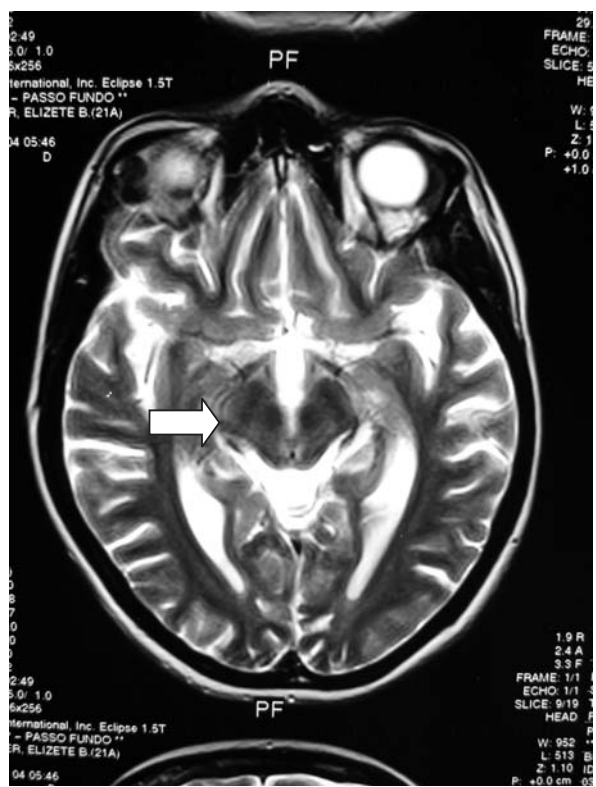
RM ponderada em T2, mostra sinal da “face do panda gigante” no mesencéfalo (seta)
